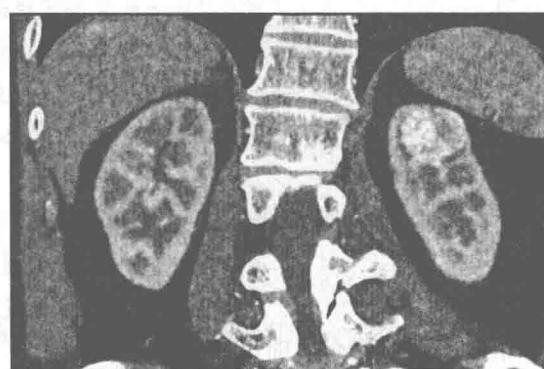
CT 冠状位重建见肿瘤凸出于肾轮廓外(外凸程度<50%)
